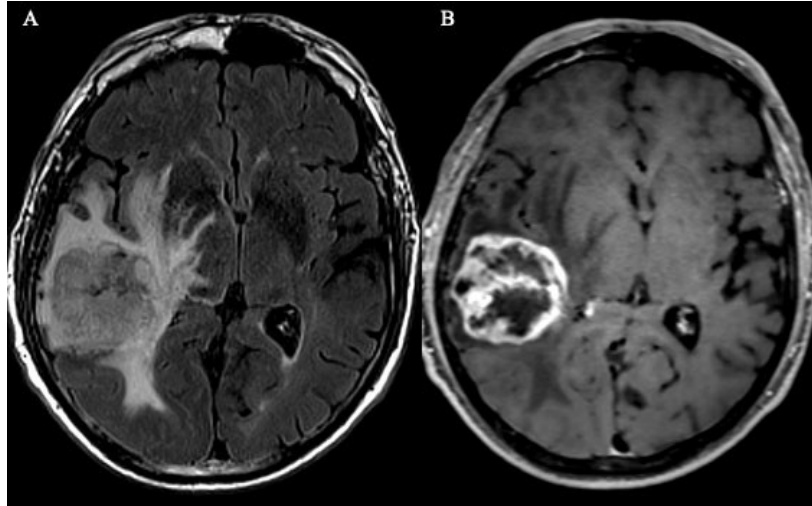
IRM du patient 17 : glioblastome temporal droit grade OMS 4
